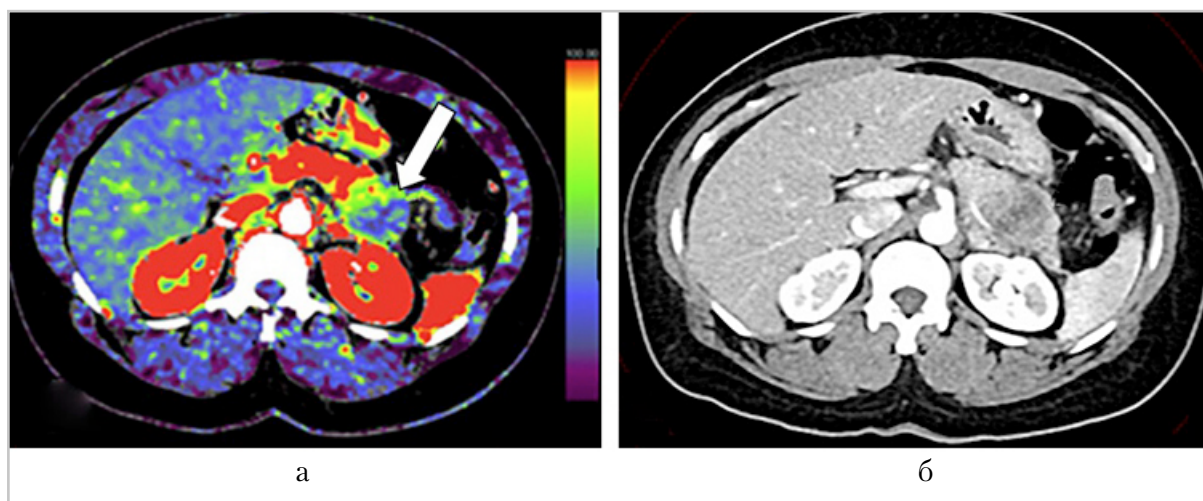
Цветовая параметрическая карта, полученная в результате перфузионной КТ, выполненной на вторые сутки с момента развития первых симптомов острого панкреатита (а), мультисрезовая компьютерная томограмма поджелудочной железы (аксиальная проекция), выполненная на 6-е сутки с момента появления первых симптомов острого панкреатита (б): деструктивная форма острого панкреатита; визуализируются участки ишемического поражения паренхимы железы (стрелка)
